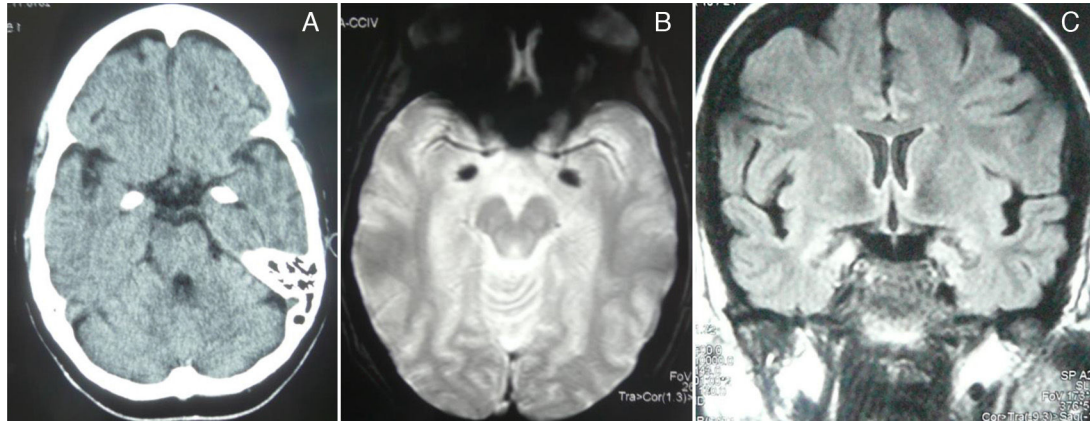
A-C) TAC s/c y RM craneal secuencia eco gradiente T2* axial y FLAIR coronal: se visualizan hiperdensidades, hiposeñal e hiperseñal, respectivamente, en regiones amigdalouncales simétricas y bilaterales compatibles con calcificaciones.
